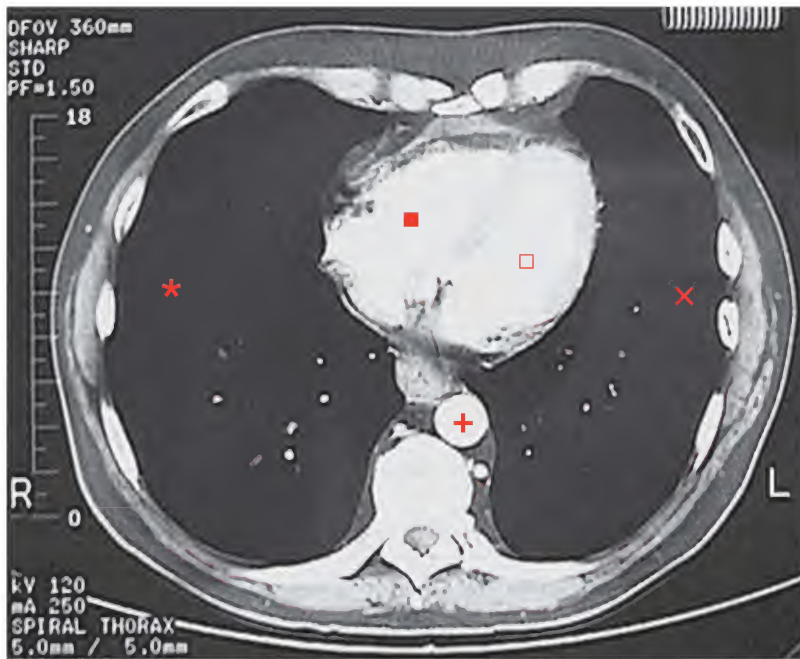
Pulmón normal, tomografía computarizada
